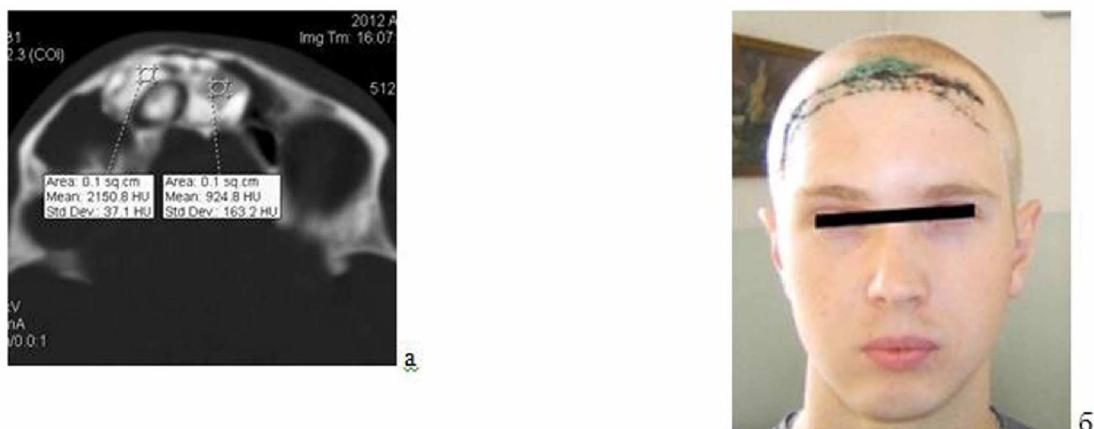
а) КТ б-го с остеомой лобных пазух и б) вид б-го после операции удаления остеомы через 1 нед.
